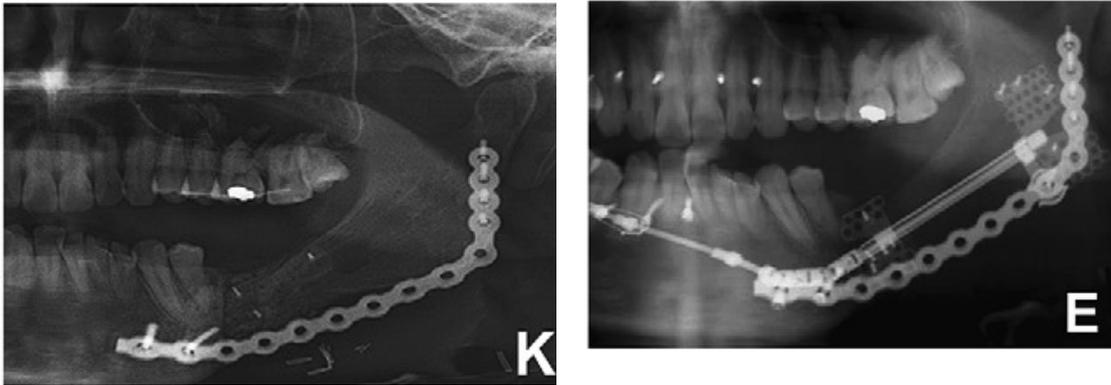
Radiografias panorâmicas mostrando a sequência da distração óssea e consolidação (KIM *et al.*, 2010).
